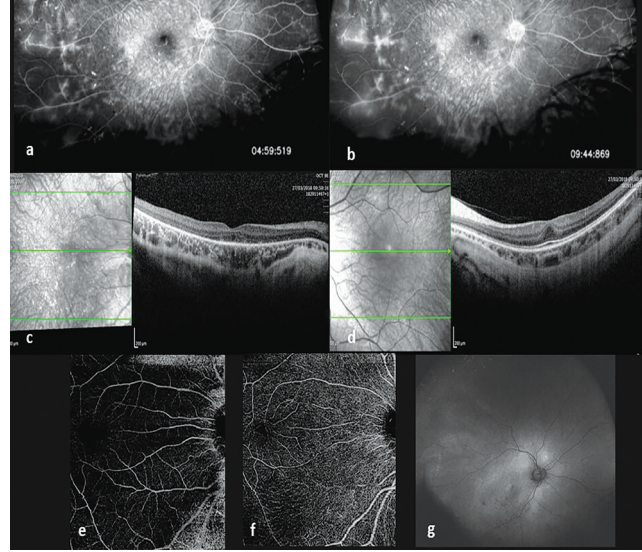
'de, spektral domain optik koherens tomografi (SD-OKT) ve floresein anjiyografi (FA) içeren testlerin bulguları özetlenmektedir. Sağ gözde dış retina bantlarının silikleşmesi ve bilateral maküler alanlarda hiperfloresan izlenen bilateral fovea hipoplazisi dikkati çekmiştir. Elektoretinogramda (ERG) spesifik olmayan azalmış koni-rod yanıtı görüldü.
